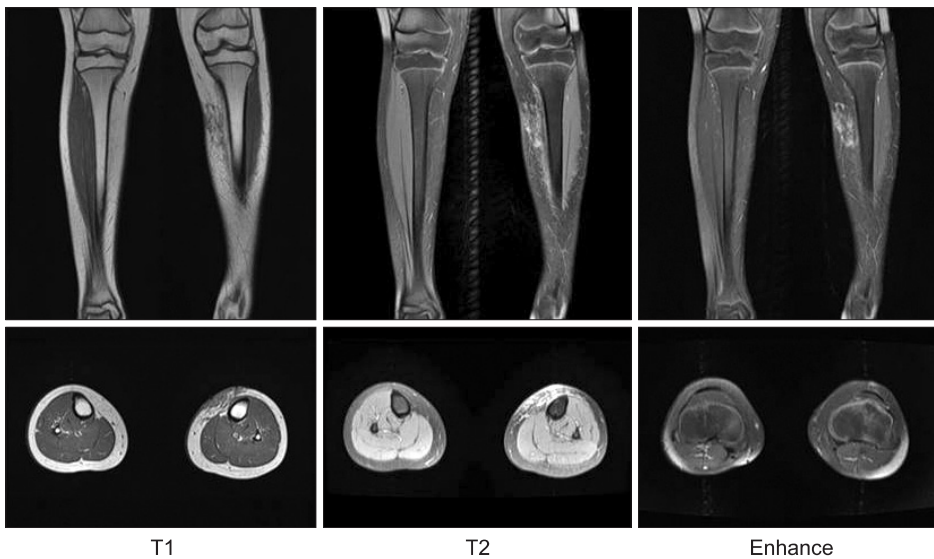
The magnetic resonance images show ill defined soft tissue swelling and contrast enhancement at the anterior subcutaneous tissue of the lower leg, left. But, there was no remarkable finding at the bone and muscle.
